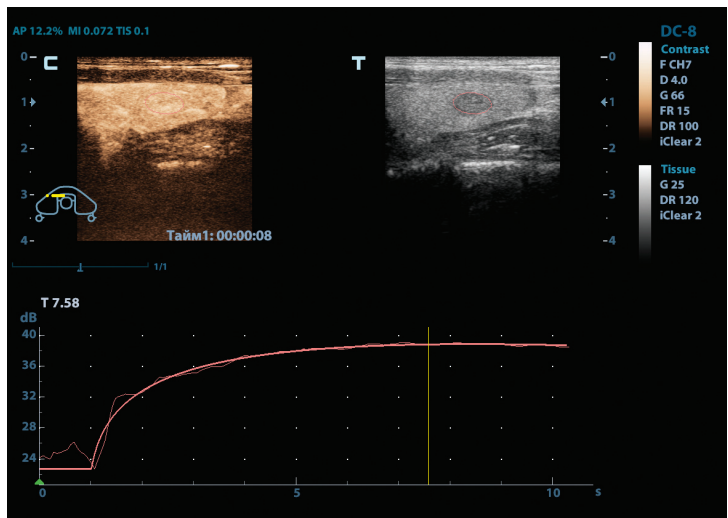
Неизменная ЩЖ. Изоинтенсивное однородное контрастное усиление с сопоставимой скоростью поступления УЗКП неизменной паренхимы ЩЖ в артериальную фазу. КУУЗИ с применением препарата SonoVue (2,4 мл). Эхограммы.
